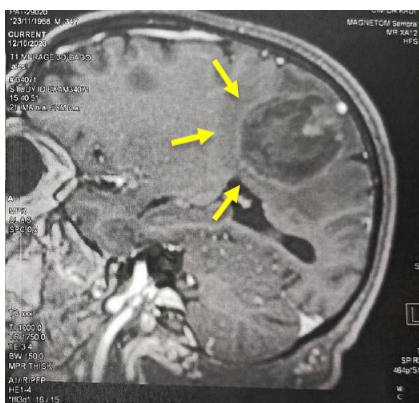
IRM cérébrale du patient 03
